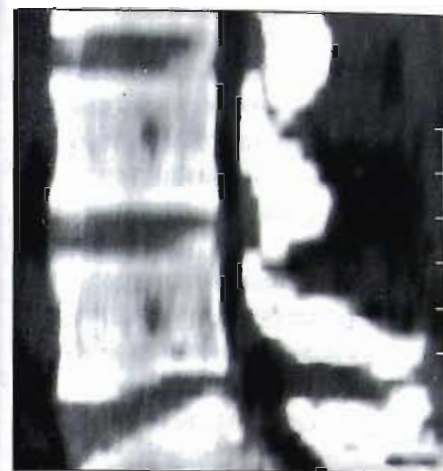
Компьютерная томография: резкое сужение позвоночного канала в поясничном отделе.
